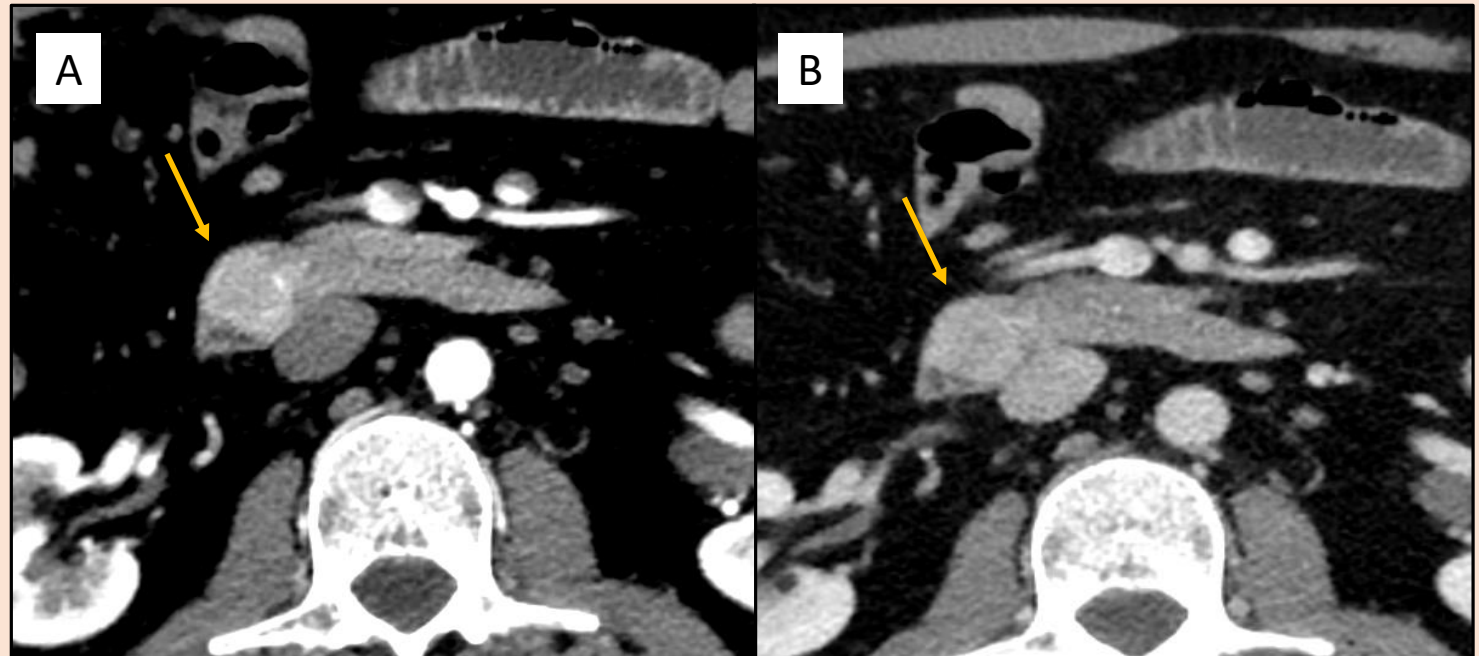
TC ABDOMEN MULTIFÁSICO. FASES ARTERIAL (A) y VENOSA (B).
